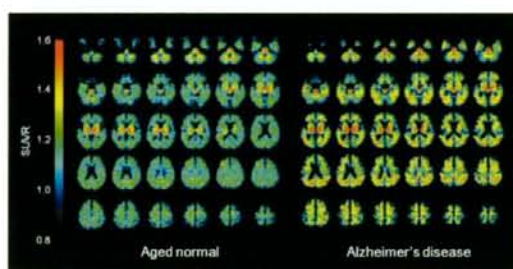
健常高齢者(Aged normal)、アルツハイマー病患者(Alzheimer's disease)の $[^{18}\text{F}]\text{FACT}$  PET画像(投与後10-30分のSUVR画像)
